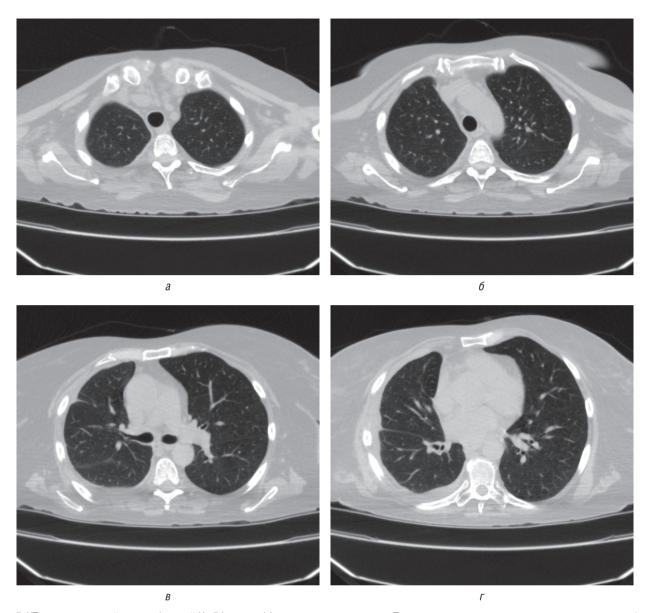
КТ органов грудной клетки больной К., 54 лет, на 14-е сутки после операции. Последовательные апикально-каудальные снимки (а-г)
